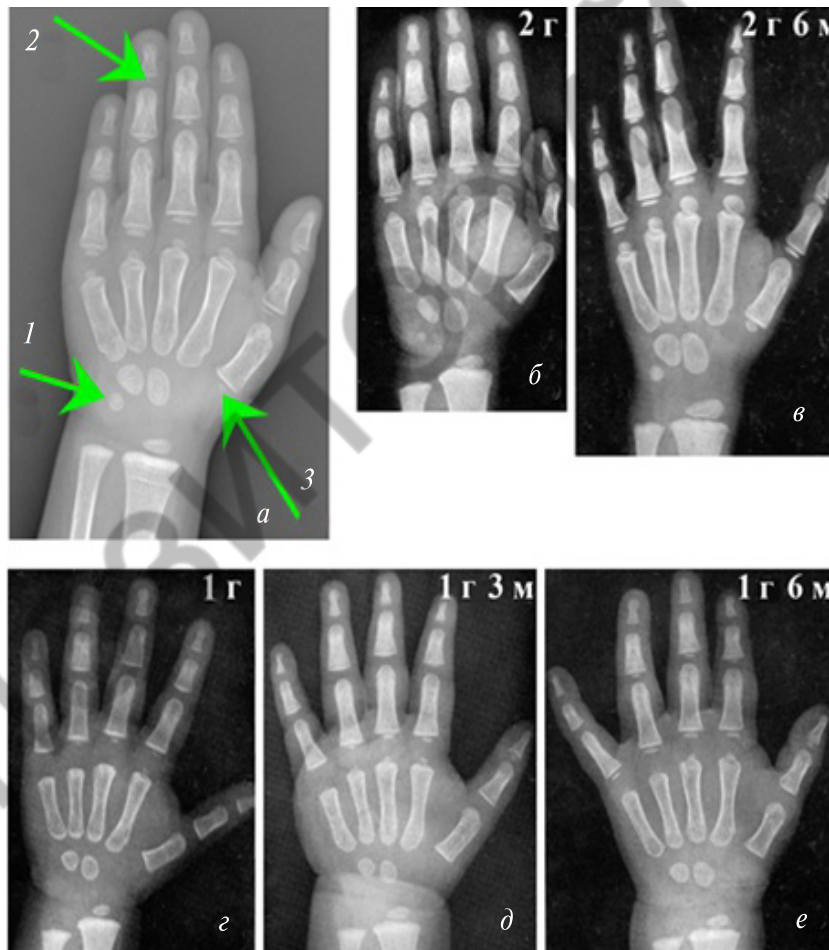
Эталонные изображения из атласа GreulichPyle (а–д) и рентгенограмма (е) пациента № 3
